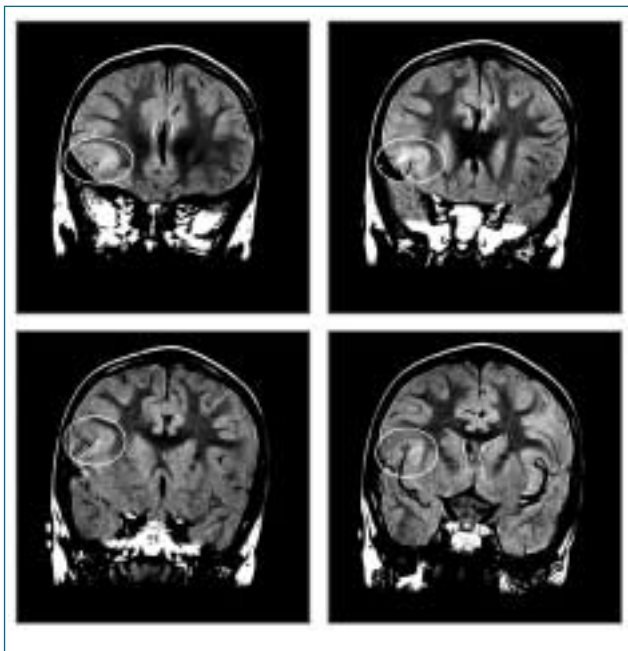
Präoperatives MRI der damals 3-jährigen Patientin (FLAIR-Sequenz): FCD frontal rechts mit Ausdehnung in die anteriore Insel.
